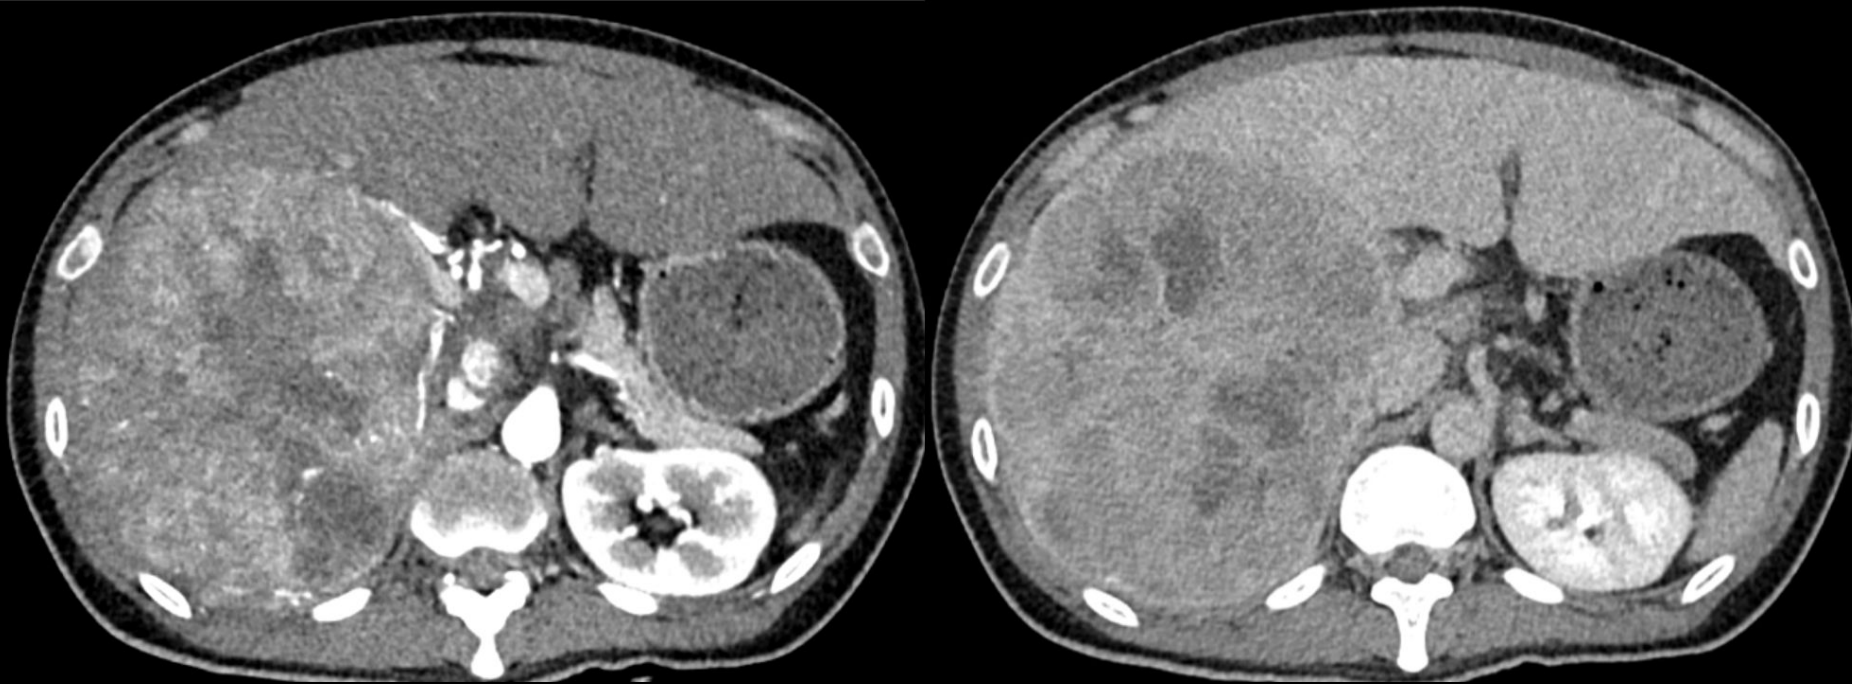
Categoría LR-5: > 20 mm. Hipercaptación arterial no en anillo junto con lavado no periférico y realce capsular. TC con contraste en fase arterial (izquierda) con captación heterogénea de nódulo en lóbulo hepático derecho y en fase venosa (derecha) que muestra lavado y realce capsular.
